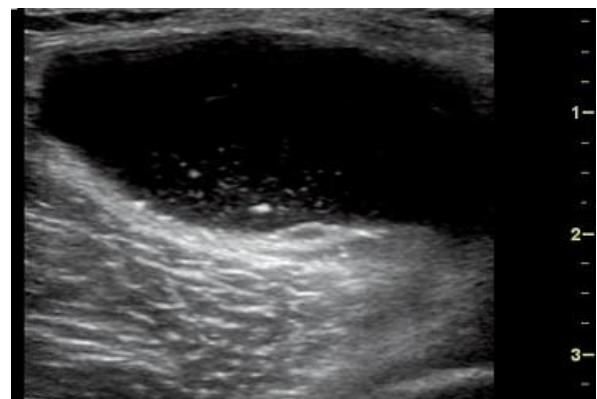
Quiste de Baker (ecografía)
